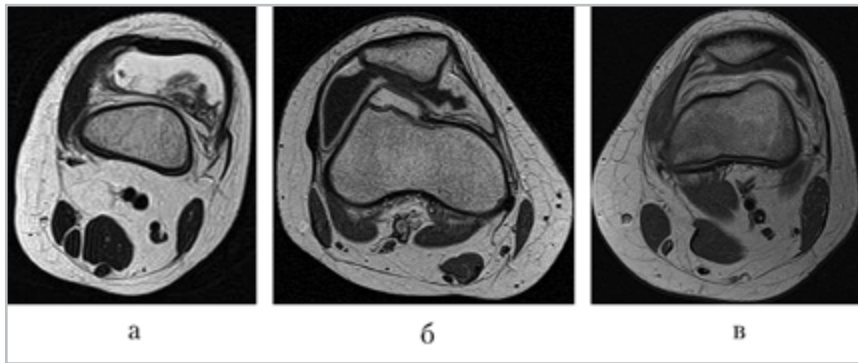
Магнитно-резонансные томограммы, аксиальная проекция. Утолщение синовиальной оболочки в супрапателлярном завороте: *а* — нативная МРТ в Т2-ВИ больной ЮИА 5 лет. На фоне жидкости в супрапателлярном завороте утолщенная синовиальная оболочка толщиной до 11 мм (балльная шкала 3); *б, в* — МРТ в Т1-ВИ с контрастным усилением. Больная ЮИА 9 лет (*б*), максимальная толщина синовиальной оболочки 5 мм (балльная шкала 2); больная ЮИА 14 лет (*в*), максимальная толщина синовиальной оболочки 3,5 мм (балльная шкала 1)
